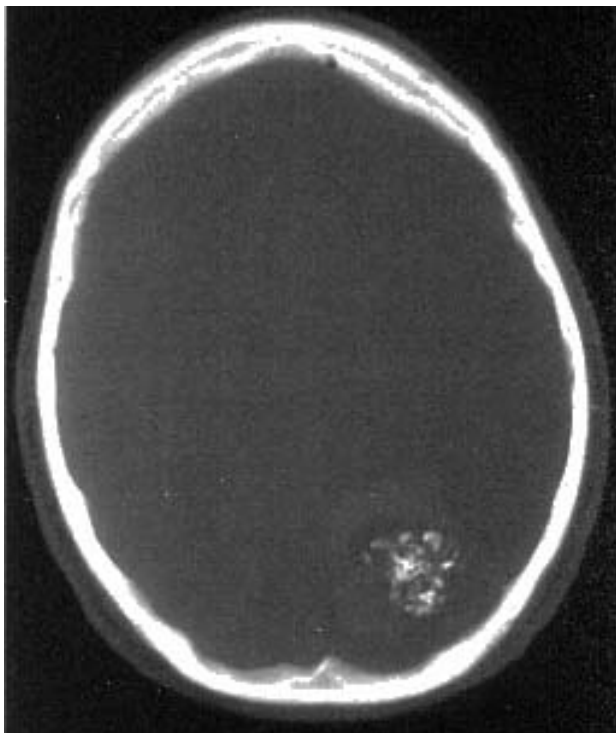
TC con ventana ósea en la que se aprecian las calcificaciones adyacentes a la hemorragia.
